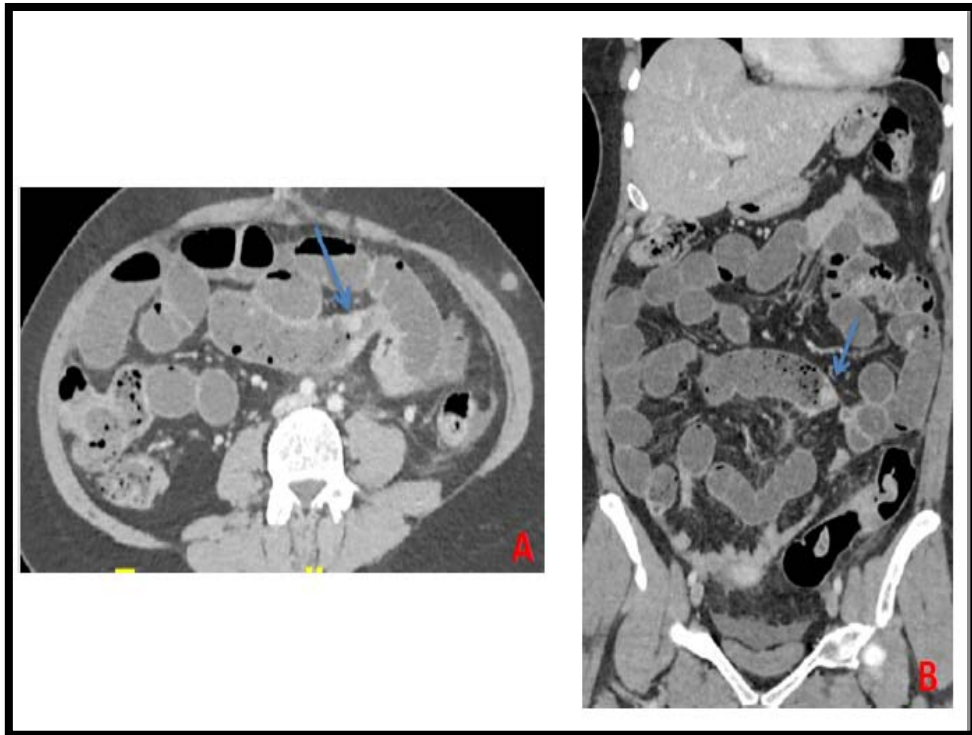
TDM abdomino-pelvienne C+ coupe axiale (A) et coronale (B) objectivant un épaississement pariétal d'une anse grêlique (). Notez la différence d'épaisseur entre une paroi normale et une paroi pathologique.
